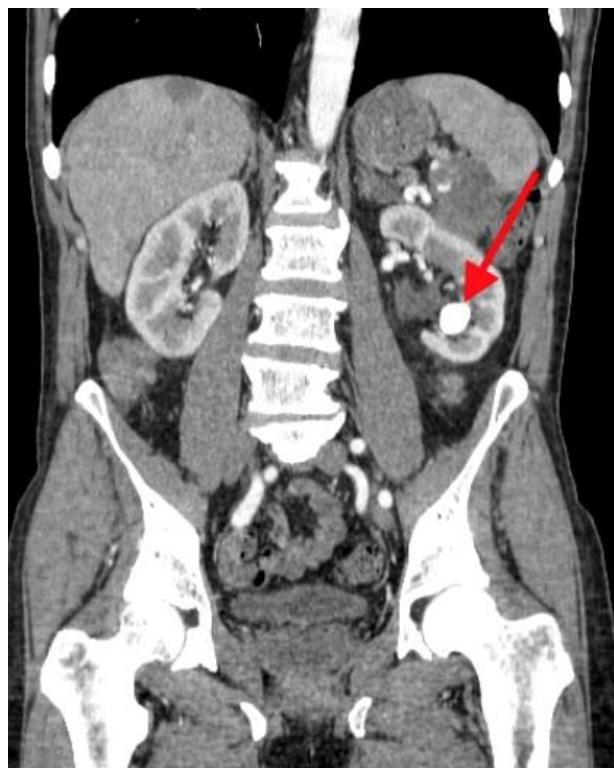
КТ. Конкремент левой почки
